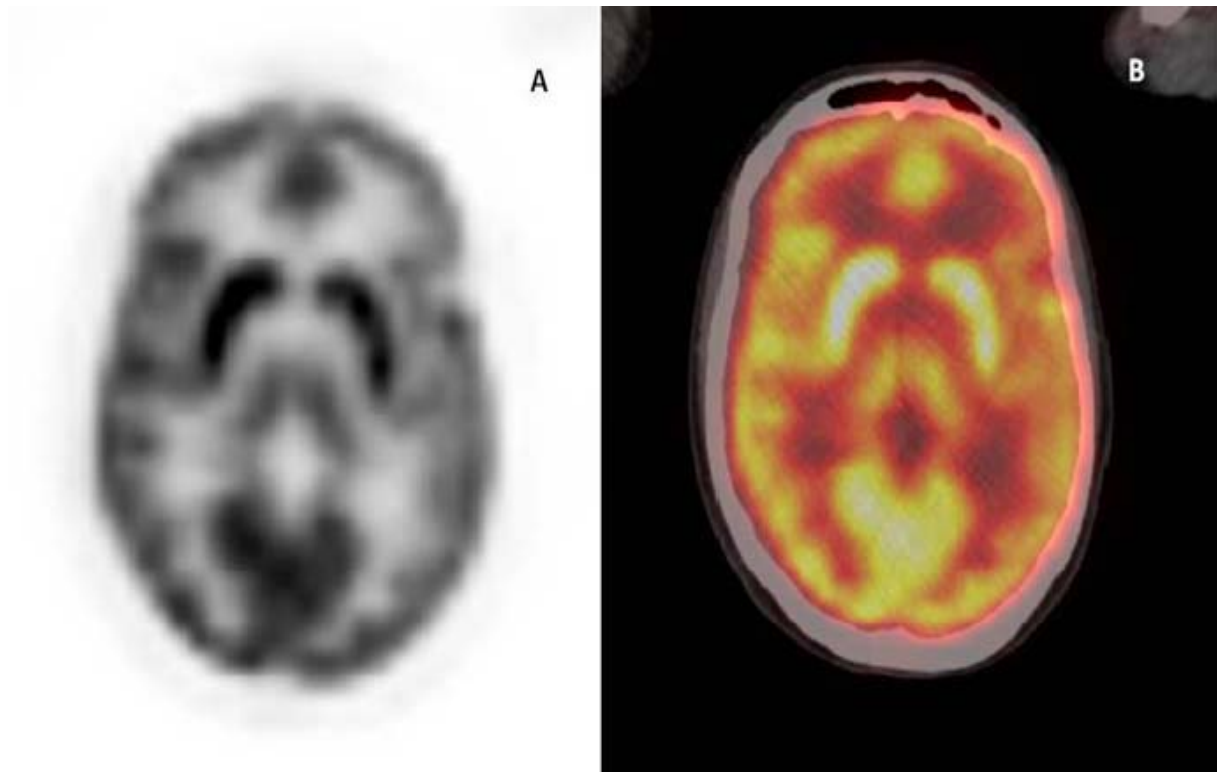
TEP au 18-FDG d'évaluation du traitement (TEP seule à gauche et image de fusion TEP/ TDM centrée sur le cerveau en coupe axiale à droite). La captation corticale de l'analogue du glucose commence à diminuer.
